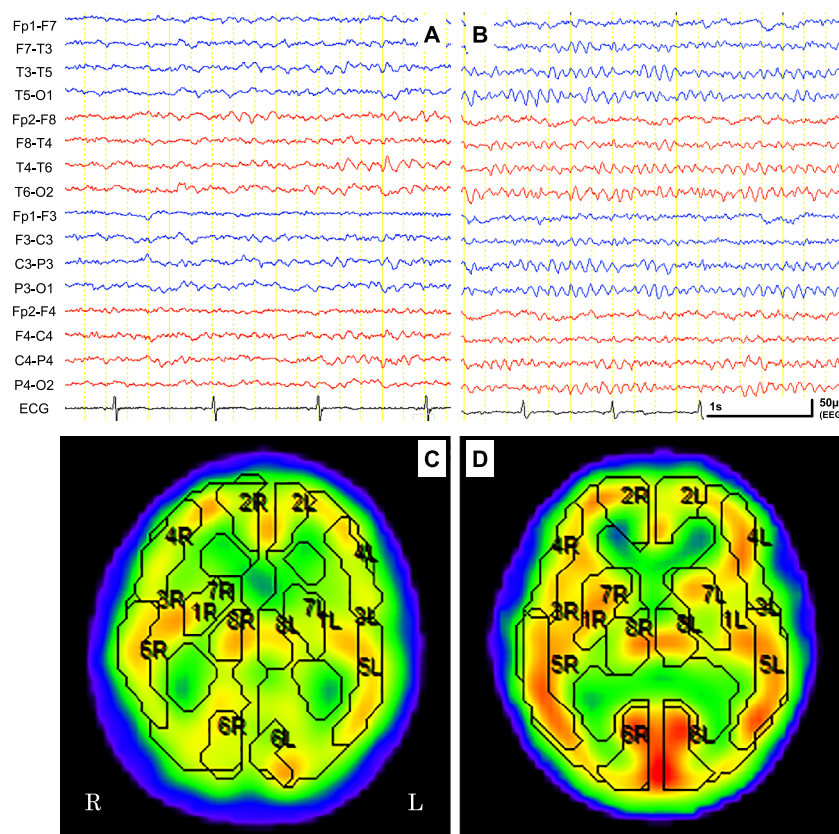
Electroencephalogram and cerebral blood-flow single-photon emission CT (SPECT) findings.
